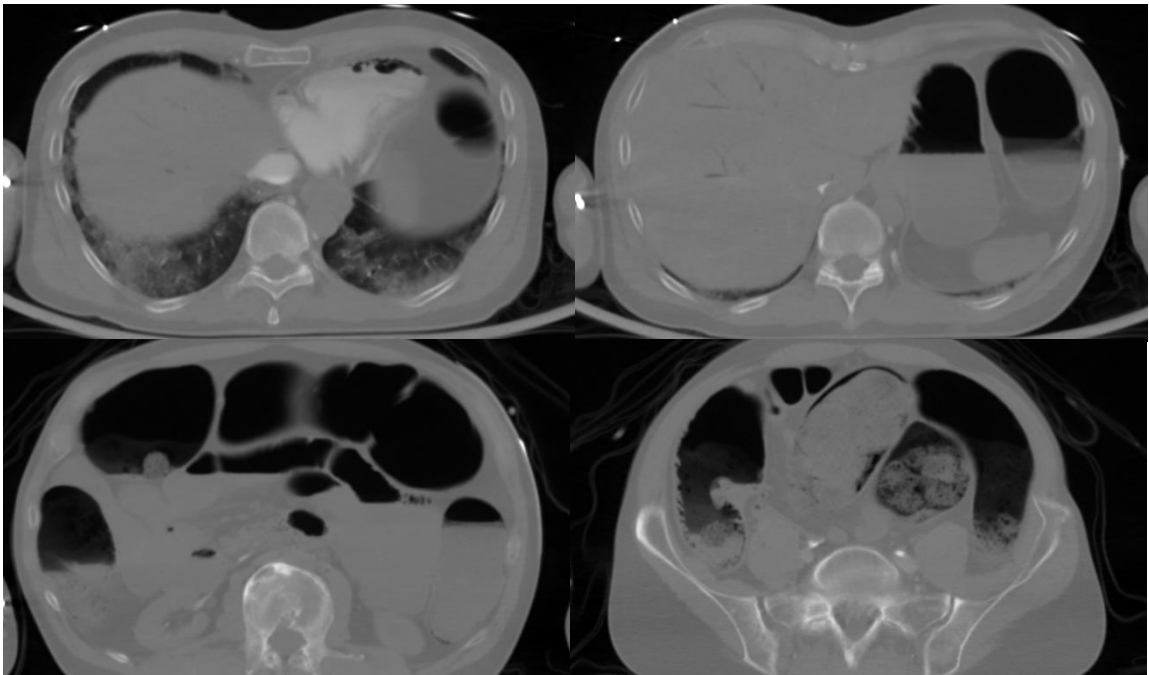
Bildserie CT-Abdomen axial
